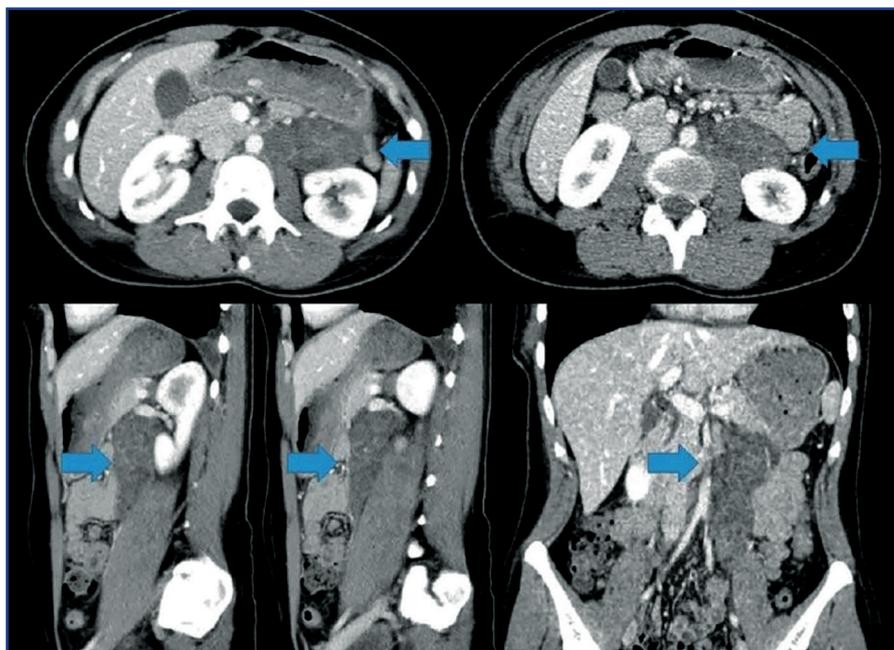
КТ брюшной полости: образование в левой парааортальной области [17]
